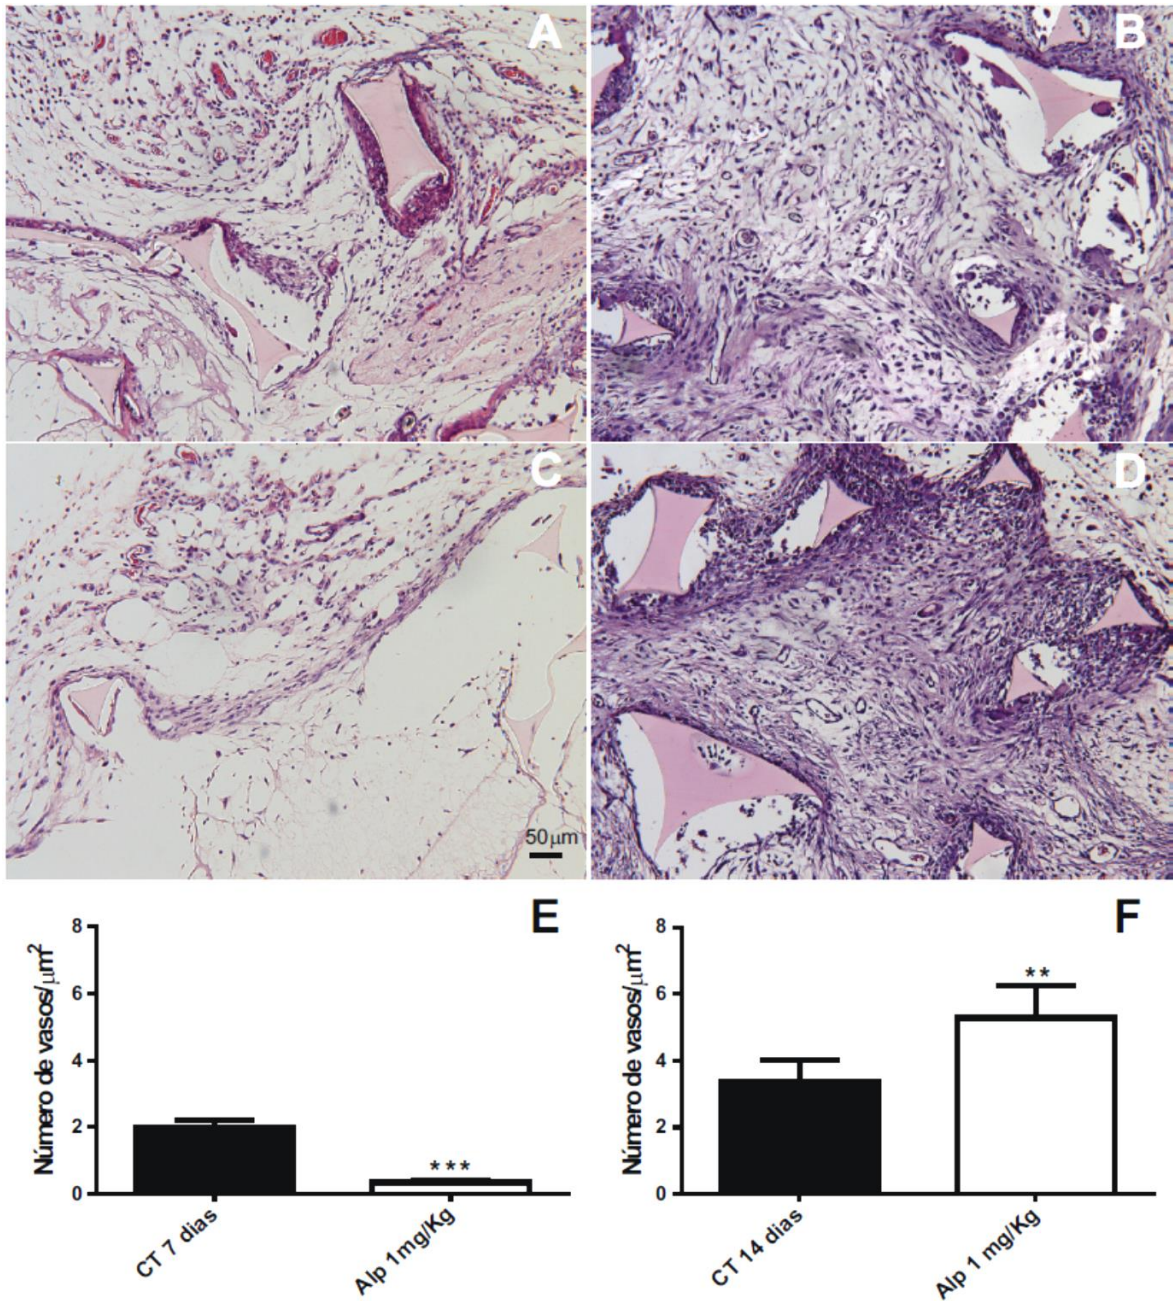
Cortes histológicas representativas de implantes de matriz sintética corados com Hematoxilina e Eosina (HE), mostrando o padrão de infiltração de tecido fibrovascular. A infiltração de tecido fibrovascular estava reduzida quando o tratamento foi iniciado 24 horas após a implantação (C), mas aumentada quando o tratamento começou 8 dias após a implantação (D). Em E - F, análises morfométricas do número de vasos em implantes dos animais controle (CT) em comparação com o de animais tratados com alopurinol (Alp 1 mg/Kg). Os valores são expressos em média \pm SEM de 5 animais em cada grupo.  $p < 0.01$; * $p < 0.001$ -ANOVA e t test Student.
